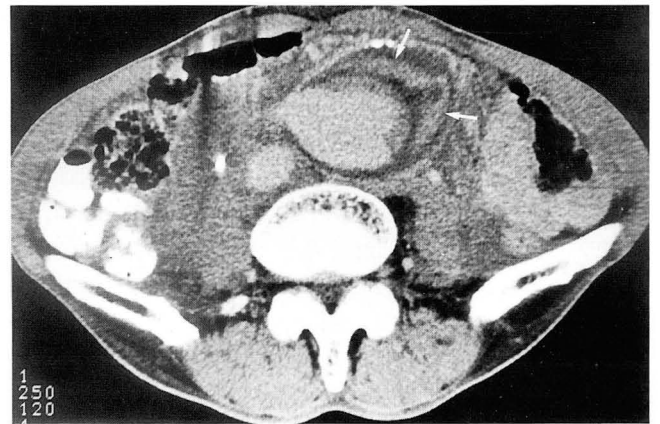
Fusiform aneurysm with rupture. Enhanced CT scan shows high-attenuating crescentic fresh thrombi(arrows) within low density mural thrombi in the infrarenal abdominal aortic aneurysm. Massive hematoma is noted in the retroperitoneal space.
